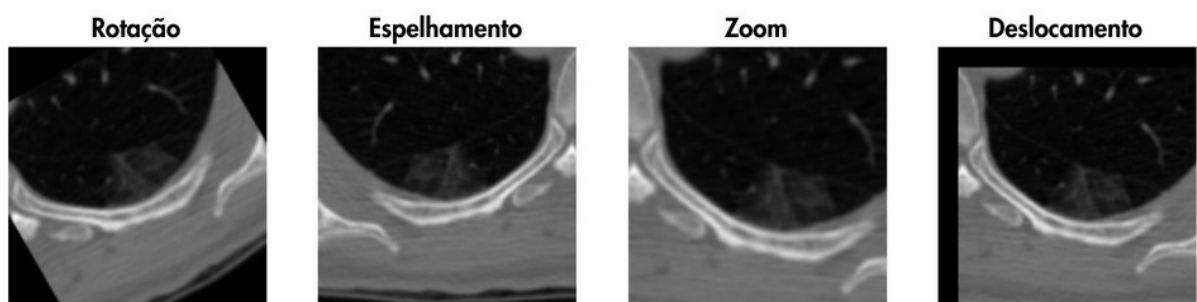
Exemplos de técnicas de *data augmentation* aplicadas a cortes de tomografia computadorizada de tórax. Fonte: Elaborado pelo autor.
